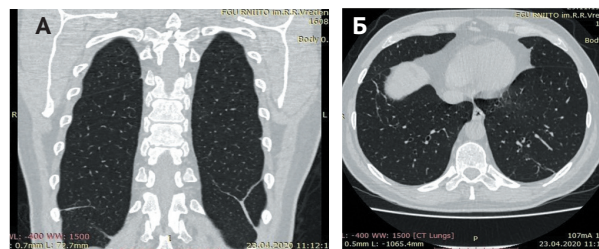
КТ-грамма легких в период реконвалесценции. А – фронтальная проекция, Б – горизонтальный срез. Практически полное разрешение очагов воспаления
